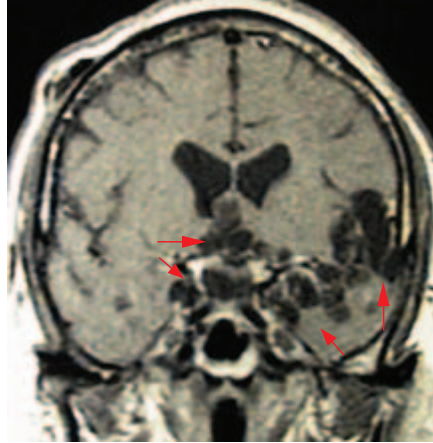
Múltiples quistes vesiculares en las cisternas de la base. RM: secuencia T1. Las cisternas carotídea, silviana y de la lámina terminalis se encuentran ocupadas por múltiples lesiones vesiculares de diferentes tamaños que presentan reforzamiento de tipo anular y cisternal con el medio de contraste.
